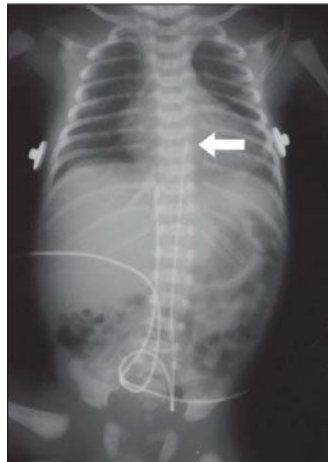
Radiografia de RN mostrando a localização alta do cateter umbilical arterial (seta).
